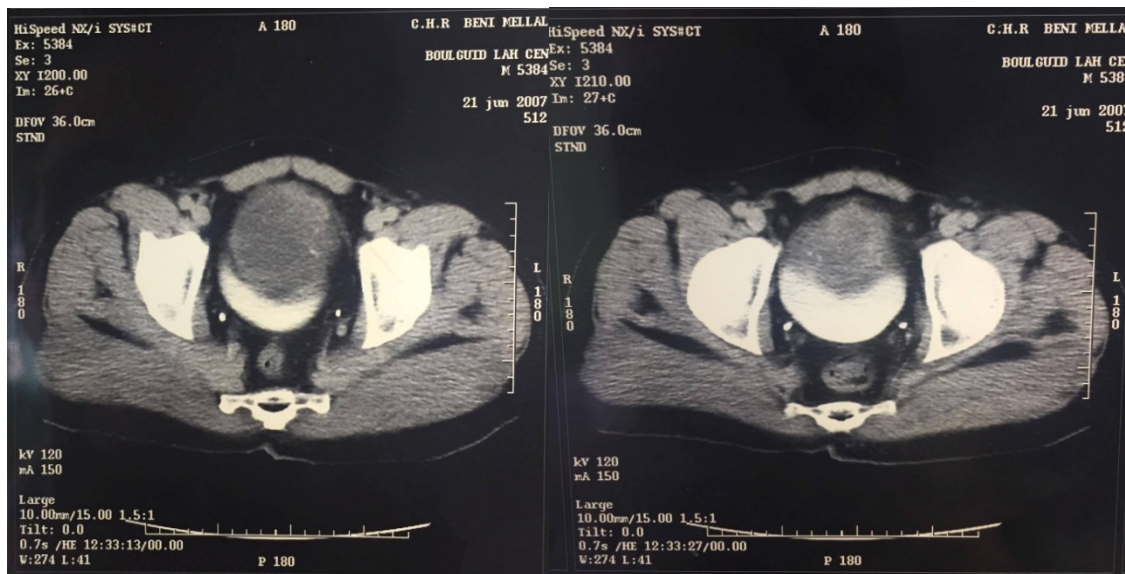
Cliché de TDM montrant une tumeur de la paroi antérieure de la vessie (Service d'urologie A CHU RABAT). .
